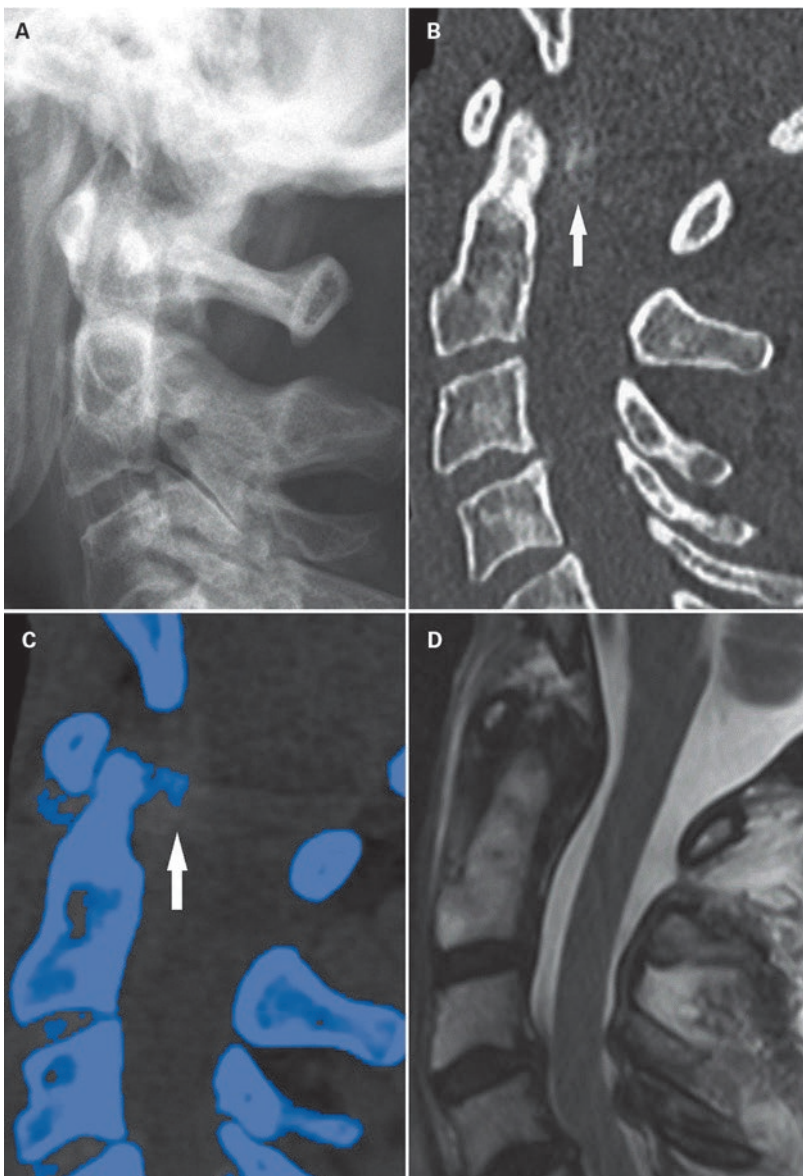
Vergleichend die seitliche Aufnahme im konventionellen Röntgenbild (A) bzw. sagittale CT-Aufnahme (B) mit ebenfalls sichtbarer Verklalkung des Ligamentum transversum atlantis (Pfeil). In der Dual-Energy-CT (C) lassen sich die Ablagerungen im Ligament darstellen (Pfeil) und als CPPD («calcium pyrophosphate deposition») typisieren. Vergleichend dazu sind die Ablagerungen im MRT-Bild (D) okkult.
